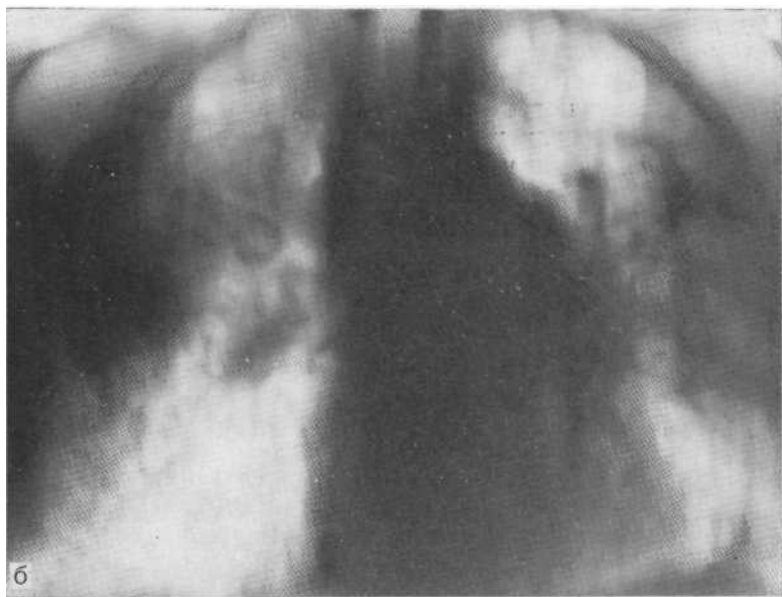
Обзорная рентгенограмма (а) и томограмма в прямой проекции (б). Саркоидоз III стадии.
